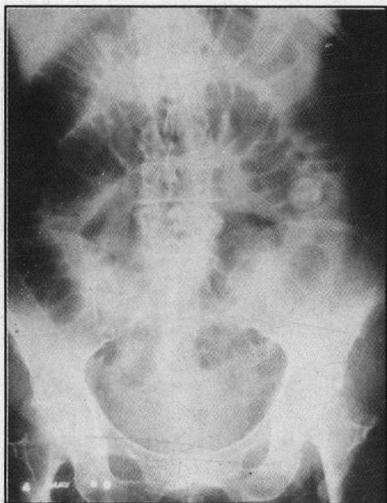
Radiografía simple del abdomen que muestra un íleo obstructivo y un cálculo en posición atípica.
